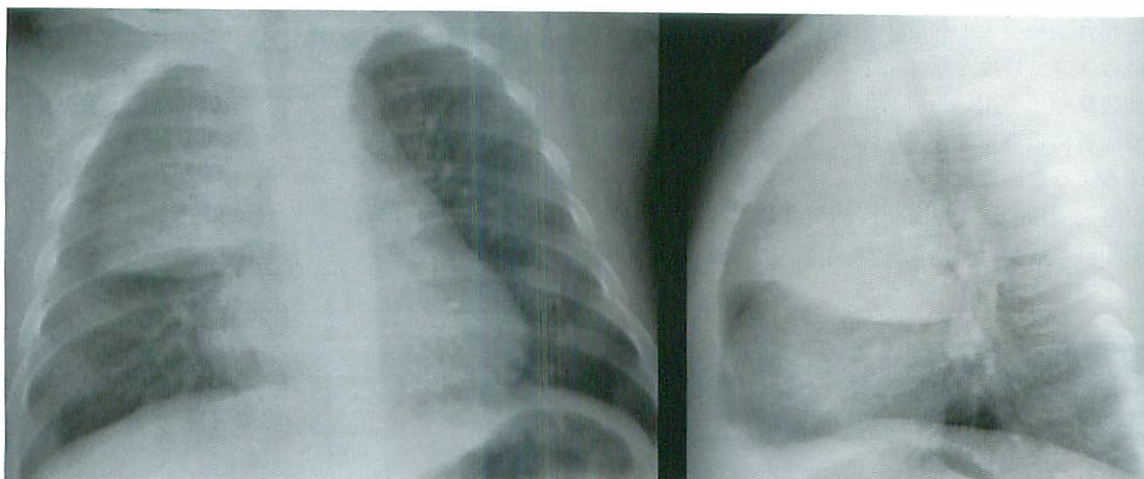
Thymic sail sign, chest frontal radiograph
